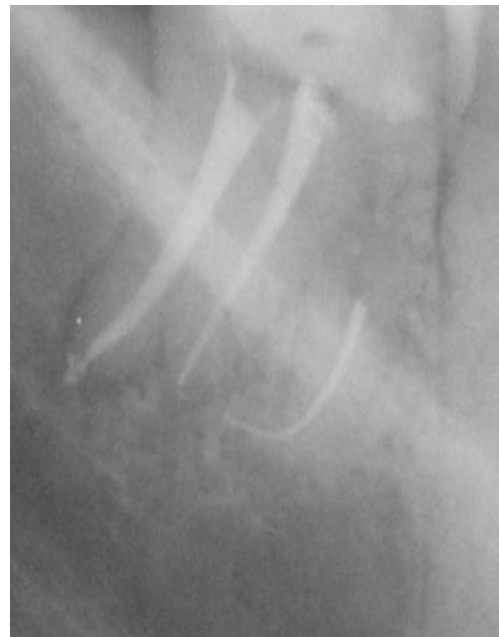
Прицельная рентгенограмма 48 зуба. Применение вращающихся никель-титановых эндодонтических инструментов системы "ProTaper" (Densply Maillefer, Ballaiques, Switzerland). Фрагмент сломанного машинного инструмента "ProTaper" F2 L25
